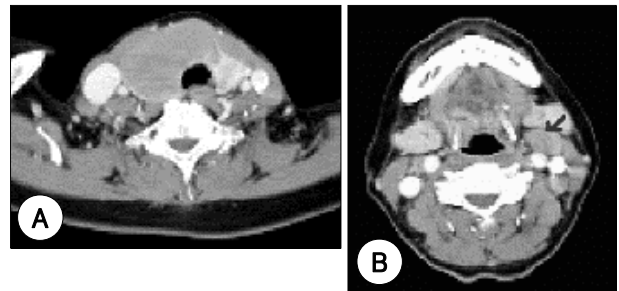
Neck CT with contrast enhancement. A : Huge thyroid mass replaced nearly total right lobe and isthmus portion with not well demarcation with adjacent anterior SCM muscle and tracheal wall. B : Metastatic cervical lymphadenopathy was noted at left level II, III (arrow).
